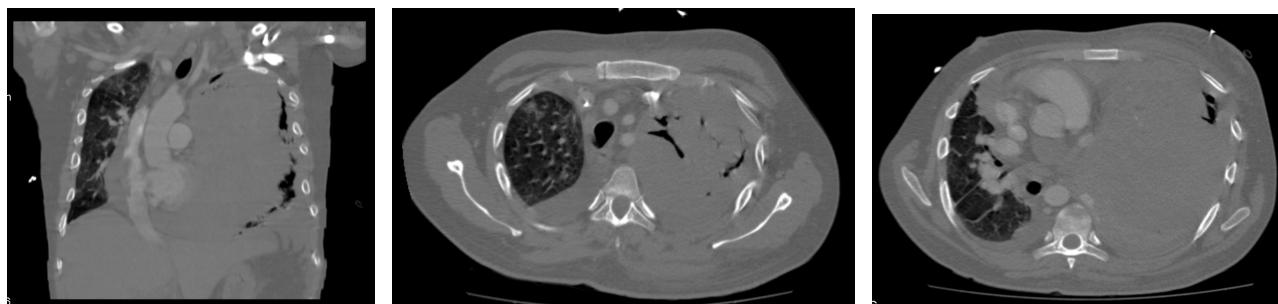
TC tórax (Janeiro/2010): Volumosa massa do pulmão esquerdo, notando-se, em relação ao exame anterior maior volume e empurramento do mediastino para o lado oposto. Estreito contacto da massa com as estruturas mediastínicas, parecendo haver invasão do mediastino e contacto da massa com a aorta e artéria pulmonar esquerda, que apresenta diminuição do calibre. Mais inferiormente, indissociável da parede do ventrículo esquerdo. Derrame pericárdio. Área de condensação pulmonar no lobo inferior direito e diminuição do volume deste pulmão.
